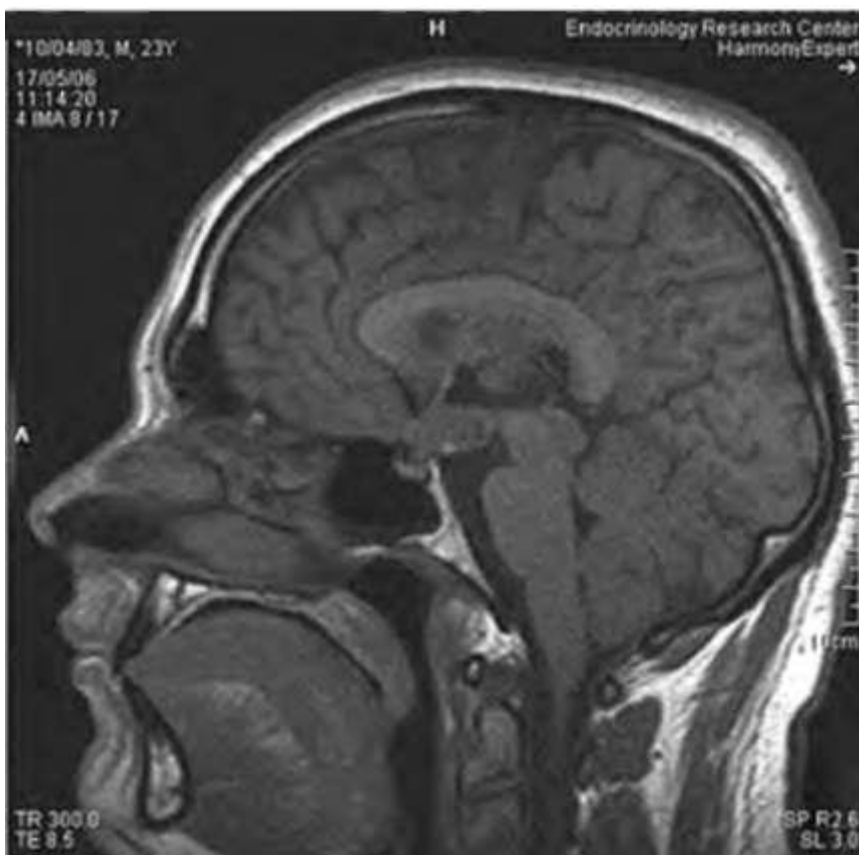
Магнитно-резонансная томограмма головного мозга без контрастного усиления
